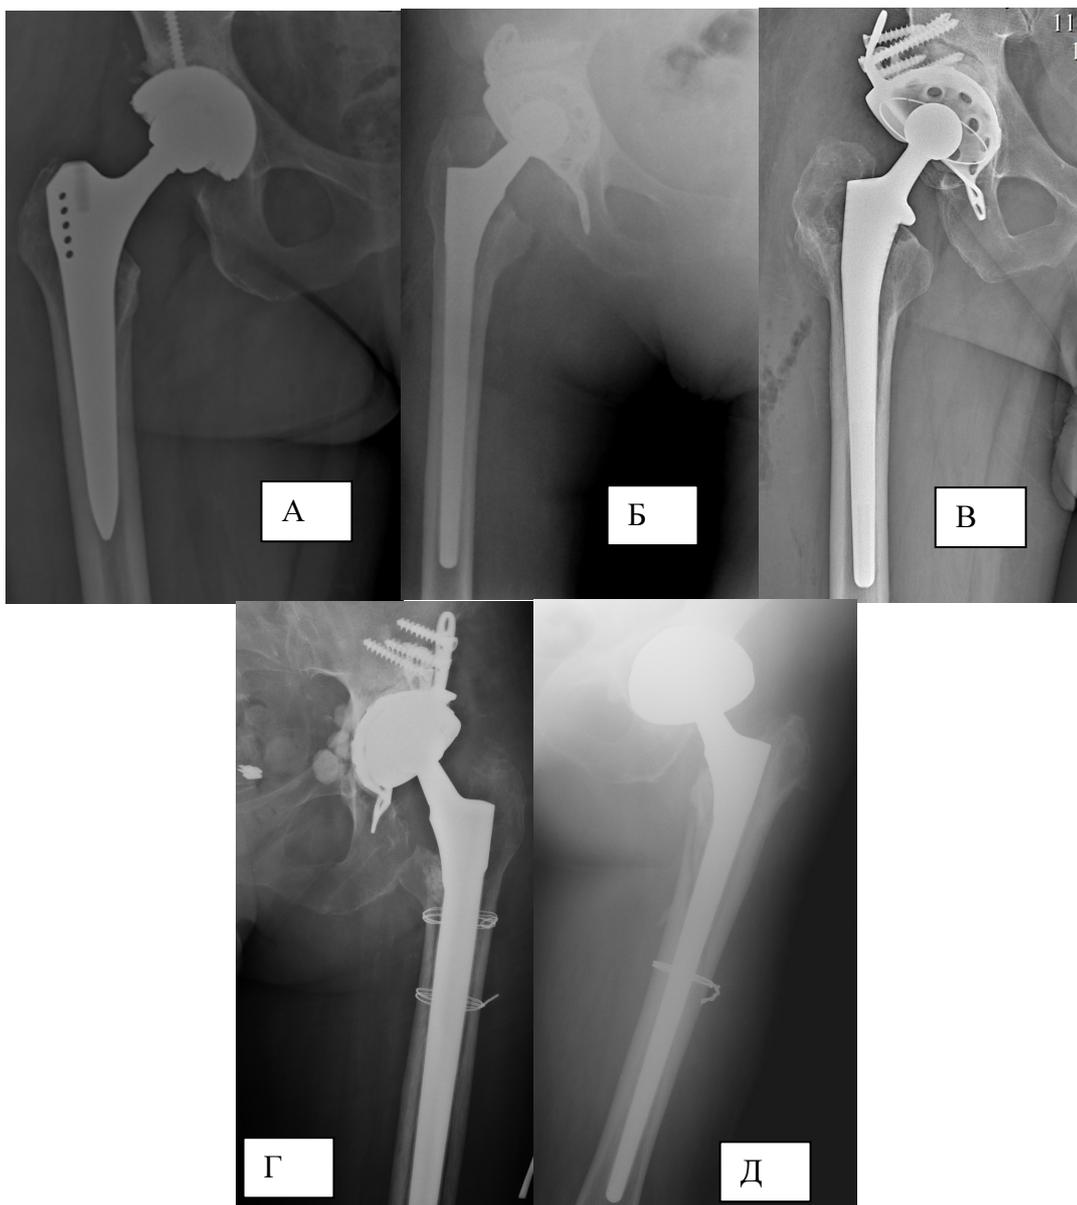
Дефекты бедренной кости по данным послеоперационных рентгенограмм
